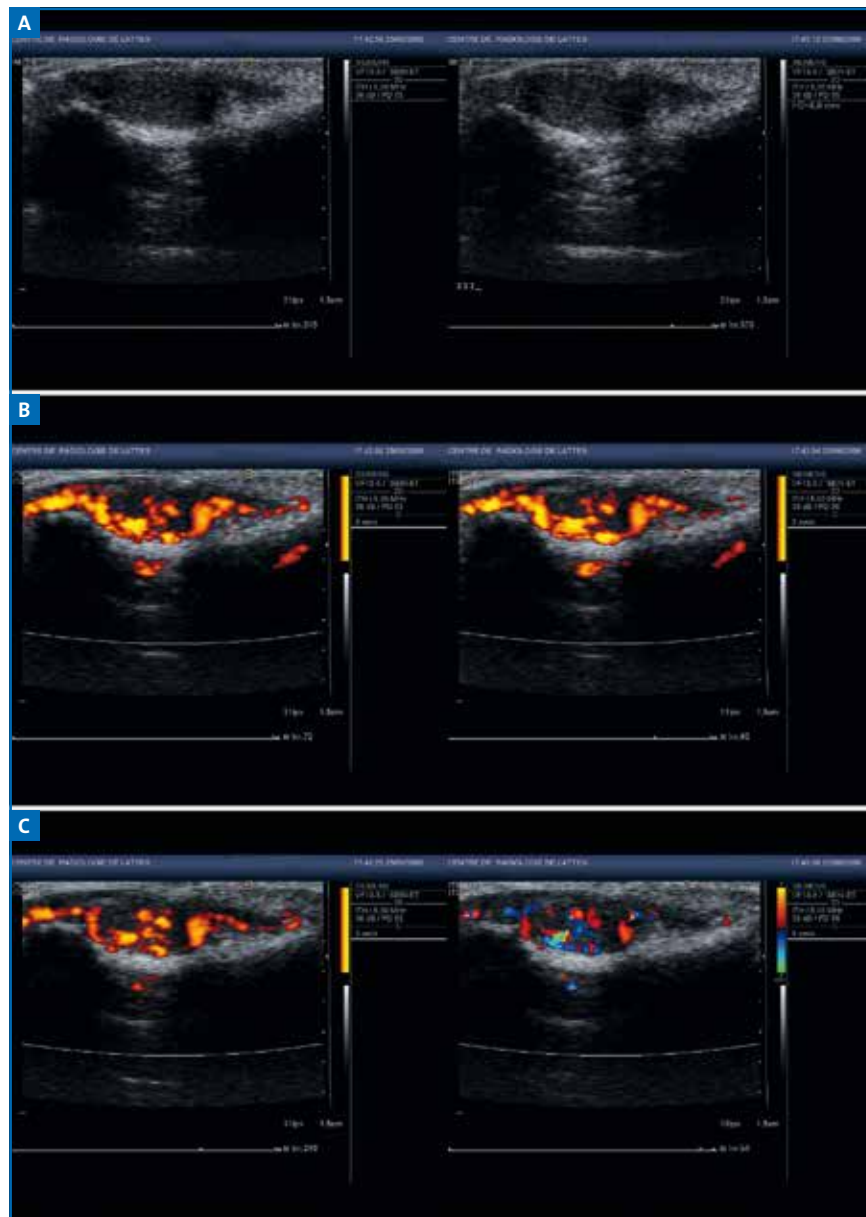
Échographie et échodoppler : (A) masse nodulaire, hypoéchogène, homogène, bien limitée (B) Doppler énergie : hypervascularisation (C) en Doppler couleur image de *scalping*.
